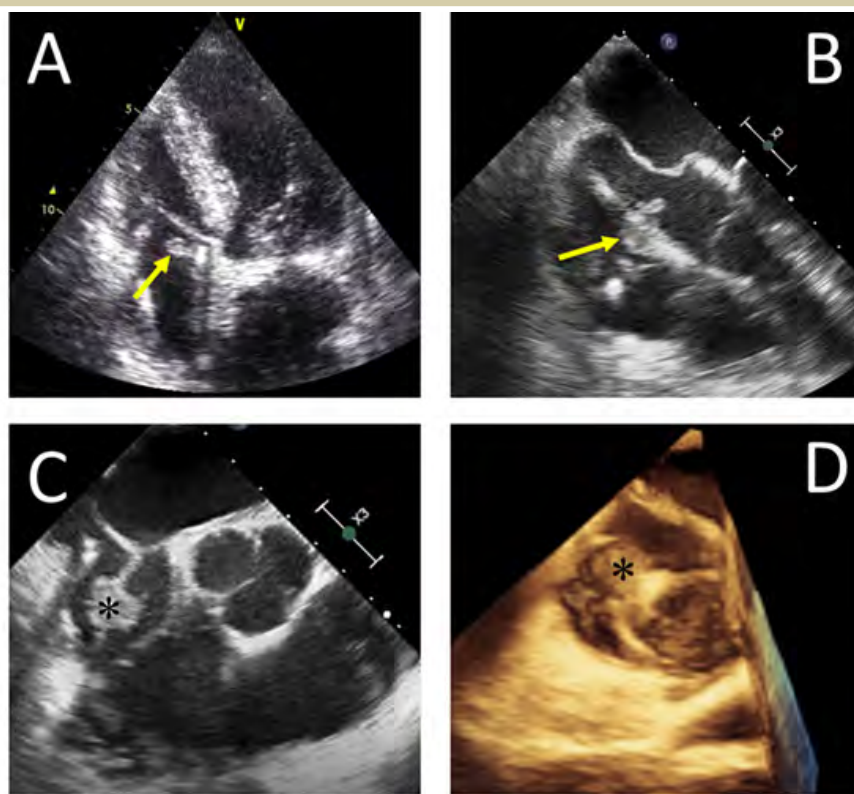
A. Imagen de ecocardiograma transtorácico (plano apical 4 cámaras centrado sobre ventrículo derecho) que muestra la presencia de dos cables, objetivándose a nivel auricular y cerca del anillo tricuspídeo una masa móvil de poca ecodensidad en relación con el cable ventricular (flecha), correspondiente a una vegetación. B y C. Imágenes de ecocardiograma transesofágico (plano medioesofágico 4 cámaras y eje corto) que muestran la presencia de una masa móvil, polilobulada y de ecogenicidad intermedia dependiente de un cable de marcapasos que discurre desde la cava superior hasta el ventrículo izquierdo, correspondiente a una vegetación de gran tamaño (flecha y asterisco). D. Imagen obtenida mediante ecocardiografía transesofágica tridimensional de la vegetación previa (asterisco).
